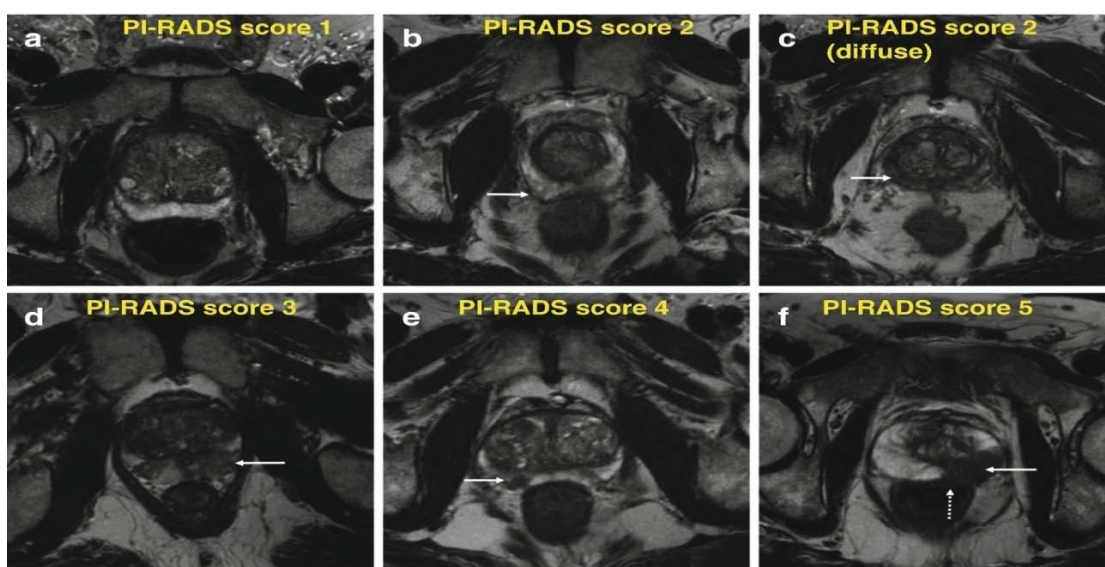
Images IRM illustrant la Classifications PI-RADS des lésions prostatiques.
